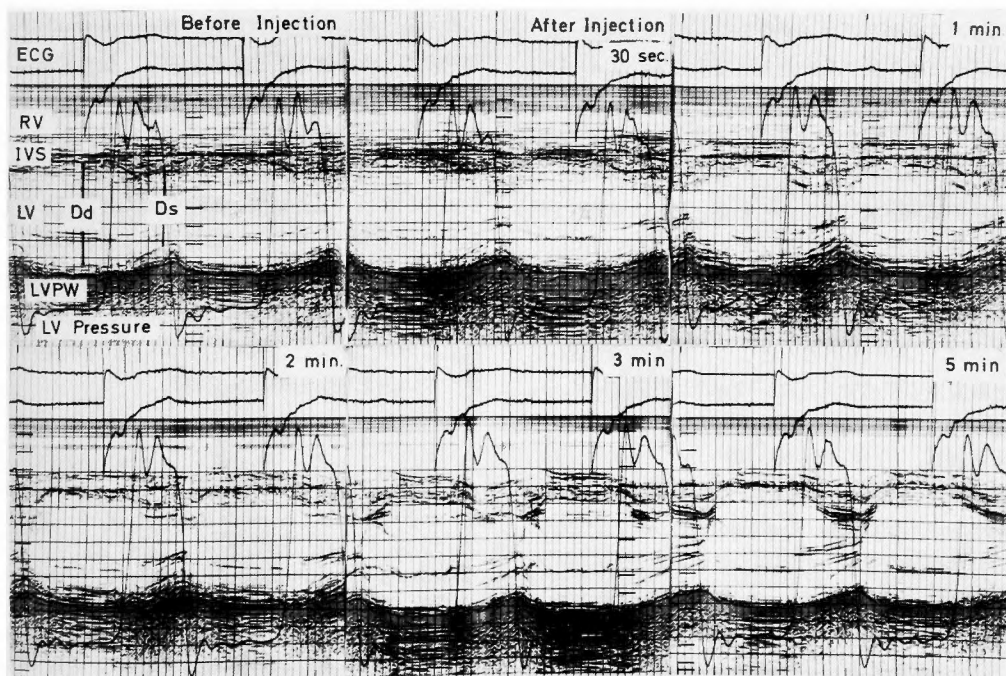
完全房室ブロック症例(症例21)における Iopamidol 使用前後での左室エコー像および左室内圧の変動
